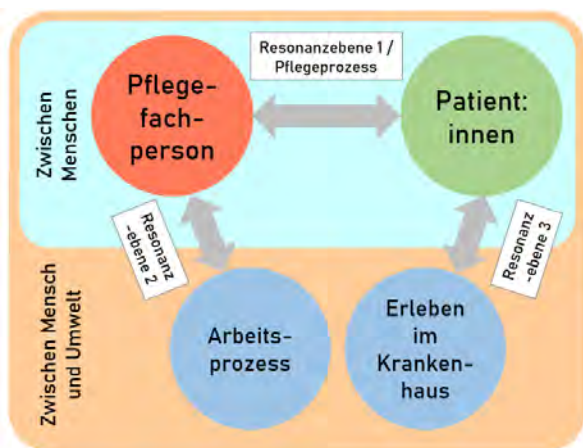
Ebene der Resonanz in der unmittelbaren pflegerischen Tätigkeit
